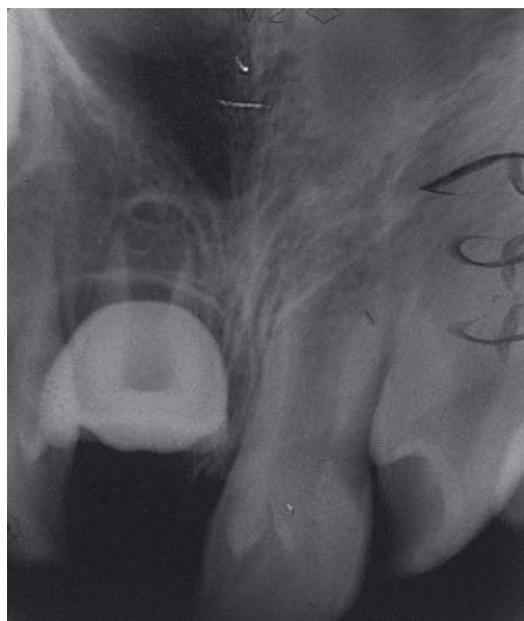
Radiografia periapical apresentando uma inversão da coroa do dente impactado devido à dilaceração da coronária. Fonte: Kuvvetli (2007)
